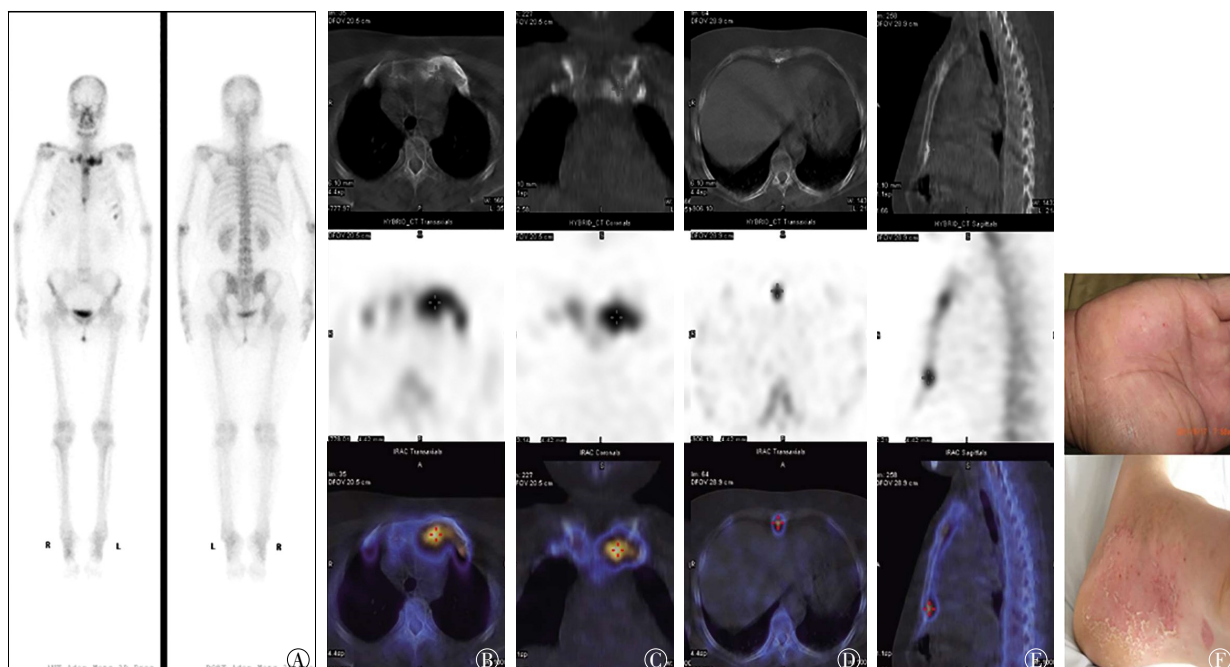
SAPHO 综合征患者 SPECT/CT 图像 患者女性, 53 岁, 图中, A: 全身 SPECT 骨显像图像; B~E: 各图中从上至下依次是 CT、SPECT 和 SPECT/CT 融合图像, 双侧胸肋锁骨区异常放射性摄取浓聚区, 呈“牛头”状, SPECT/CT 融合图像见左侧第一胸肋关节骨质膨胀、肥厚、硬化(B、C), 胸骨柄体联合、剑突异常放射性摄取浓聚区, CT 见联合关节面破坏, 骨质硬化(D), 剑突骨质硬化; F: 手掌、脚掌多发脓疱, 并结痂、脱屑; SAPHO: 滑膜炎、痤疮、脓疱病、骨肥厚、骨髓炎; SPECT: 单光子发射计算机断层显像术; CT: 计算机体层摄影术。
